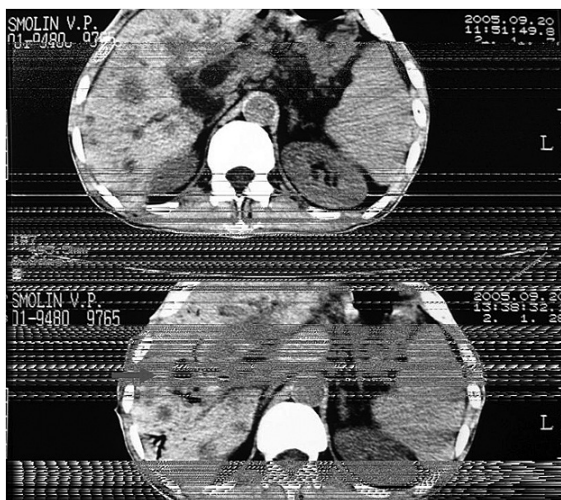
КТ до и непосредственно после ЭХЛ (полное разрушение метастаза (стрелка) и пневмохолия)
